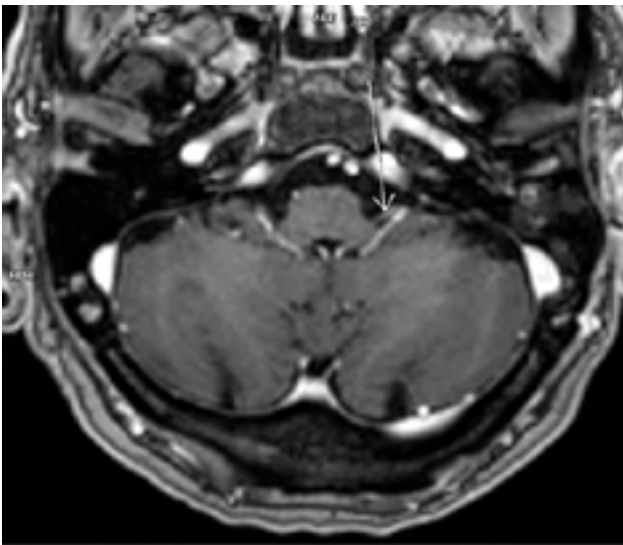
Realce patológico do nervo facial esquerdo em T2 - corte axial de RM-CE
